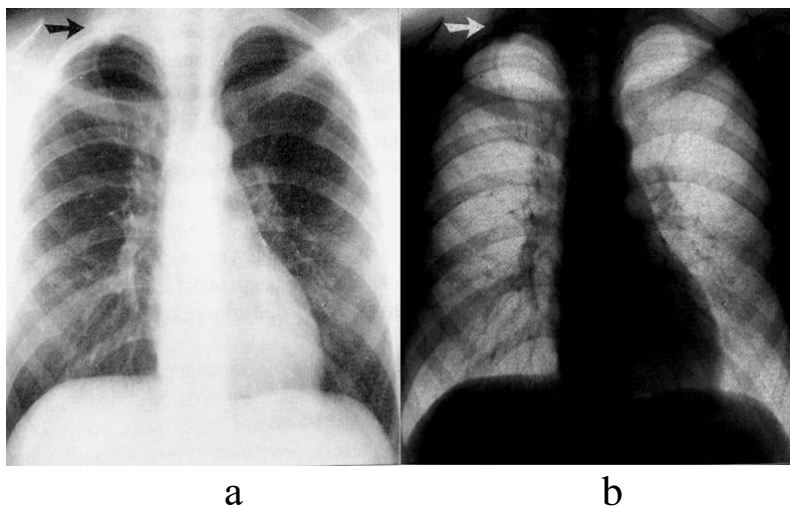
Негативне (а) і позитивне (б) рентгенівське зображення органів грудної порожнини.
